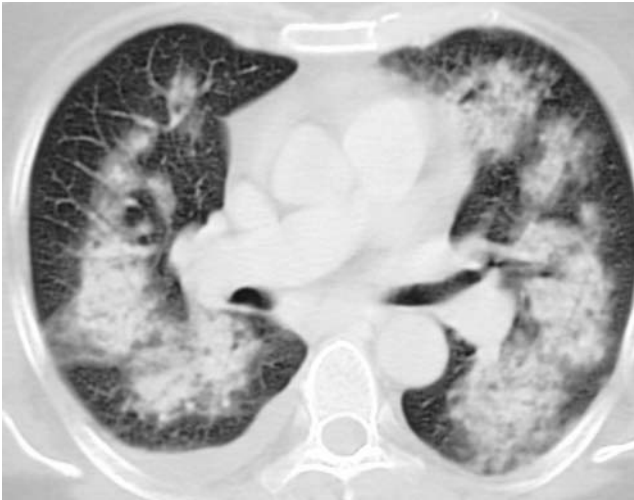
HRCT der Lunge bei pulmonaler Hämorrhagie als Erstmanifestation einer Wegenerschen Granulomatose
